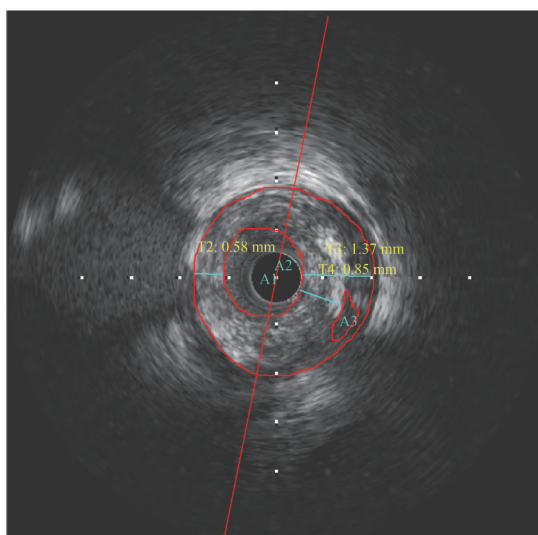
“痰阻心脉”型不稳定型心绞痛患者血管内超声显像
